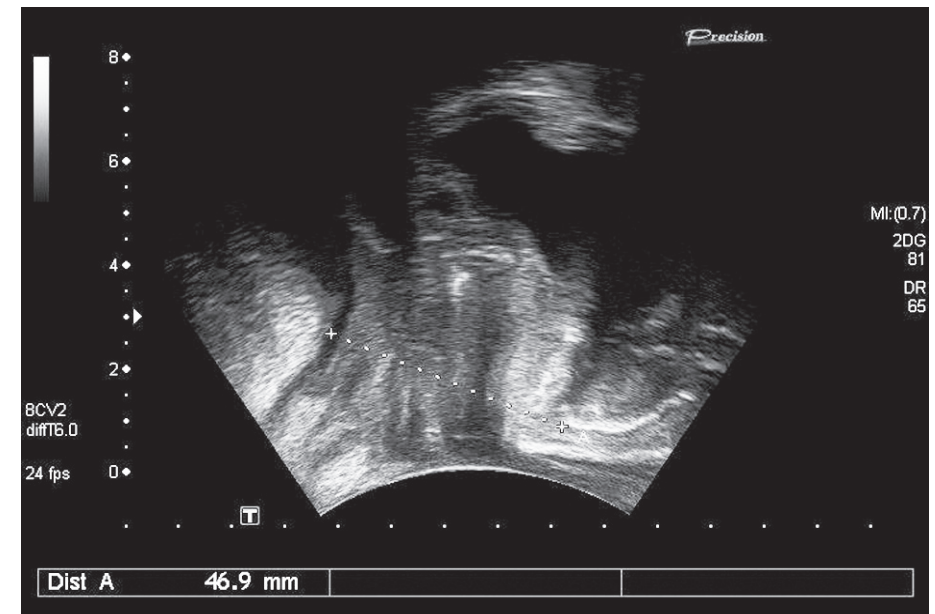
Imagen de estructuras de la pelvis menor en una ecografía transperineal en un plano medio sagital.
